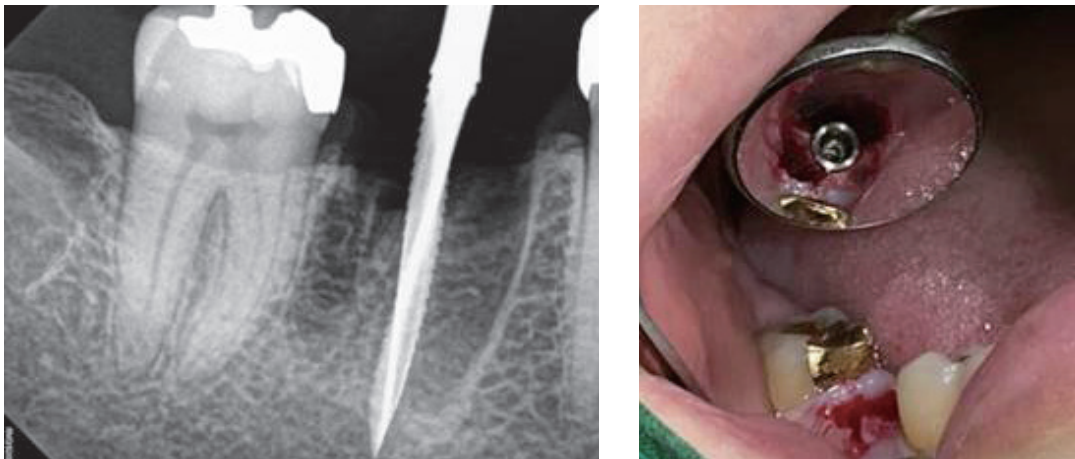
발치 후 격벽에 drilling한 방사선 사진과 임플란트 고정체를 식립한 구내 사진
